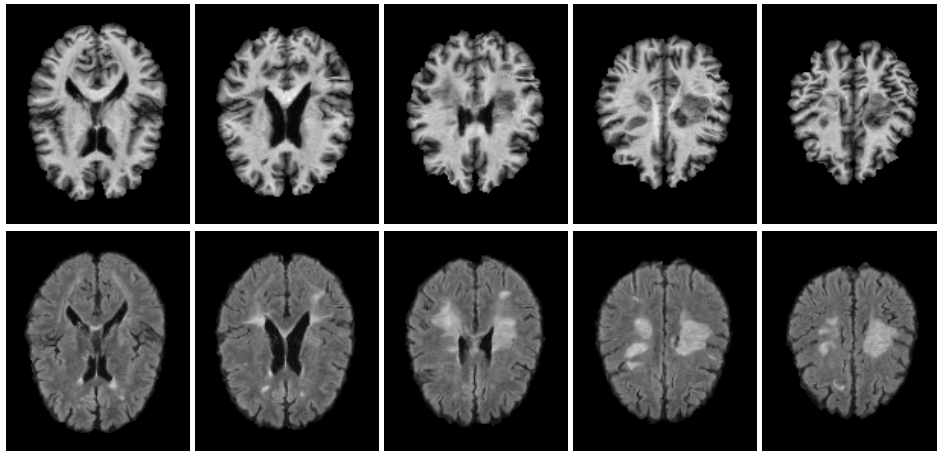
Craniale MRT-Bilder des gleichen MS-Patienten nach Entfernung des Schädels. Erste Reihe: T_1 -gewichtete Sequenz ($TR = 9, TE = 4$). Zweite Reihe: FLAIR-gewichtete Sequenz ($TR = 10^4, TE = 140, TI = 2.750$).
